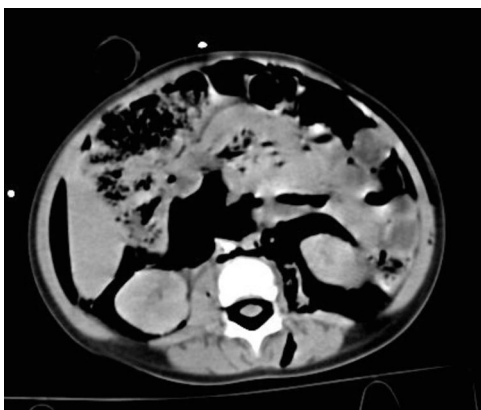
Corte axial de TC a nivel lumbar en el que se aprecia la disposición del aire tanto anterior como posterior al saco dural.
